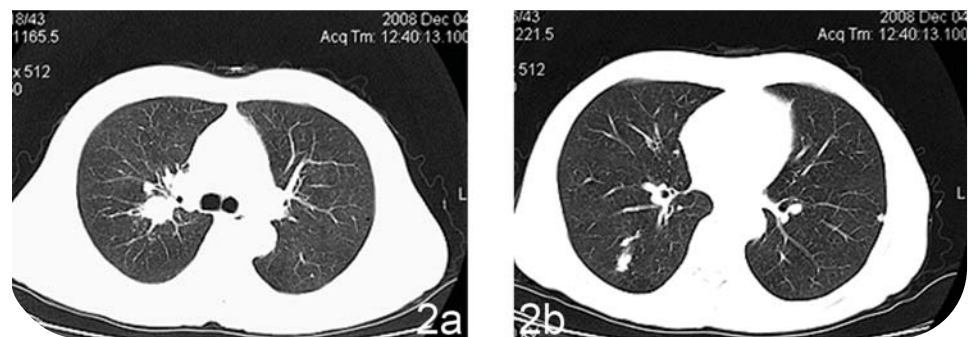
а,б. Компьютерная томография легких до лечения. Метастазы в обоих легких
